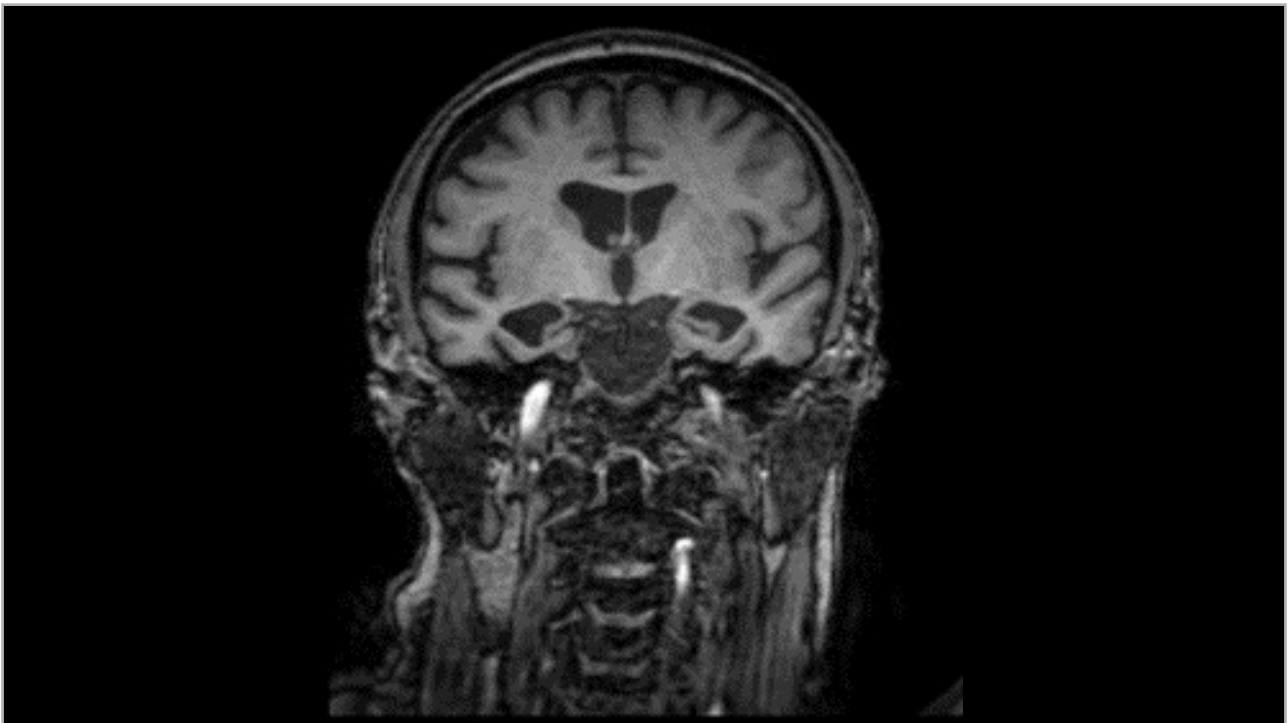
Resonancia magnética. Corte coronal. Ligera atrofia regional temporal medial. Prominencia ventricular leve por atrofia subcortical. Sin otras alteraciones significativas. Conclusiones: estudio óptimo para la valoración de la imagen. FAZEKAS: 1; EADC: 3; GCA: 1; Koedam: 1.
